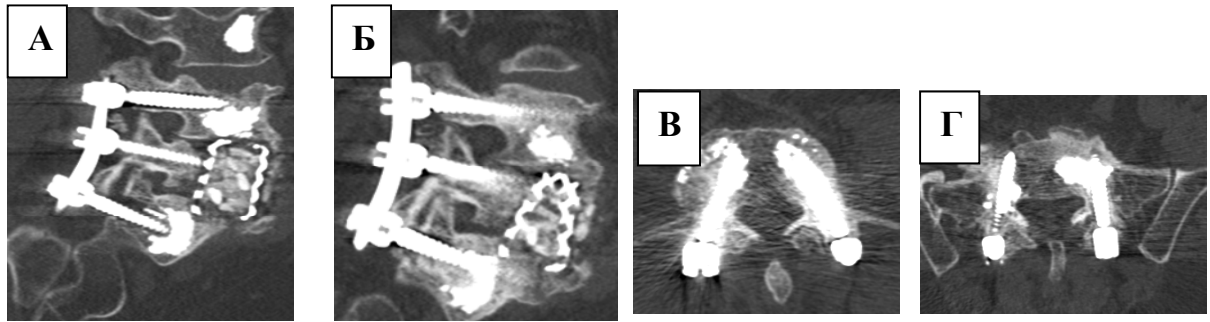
Ревизионное вмешательство по поводу проксимального расшатывания винтов, аугментированных полиметилметакрилатом: КТ в проекции траектории винтов (А), КТ в проекции траектории винтов 1 год после ревизионного вмешательства (Б), КТ в аксиальной проекции на уровне L4 1 год после ревизионного вмешательства (В), КТ в аксиальной проекции на уровне S1 позвонка - 1 год после ревизионного вмешательства (Г)
